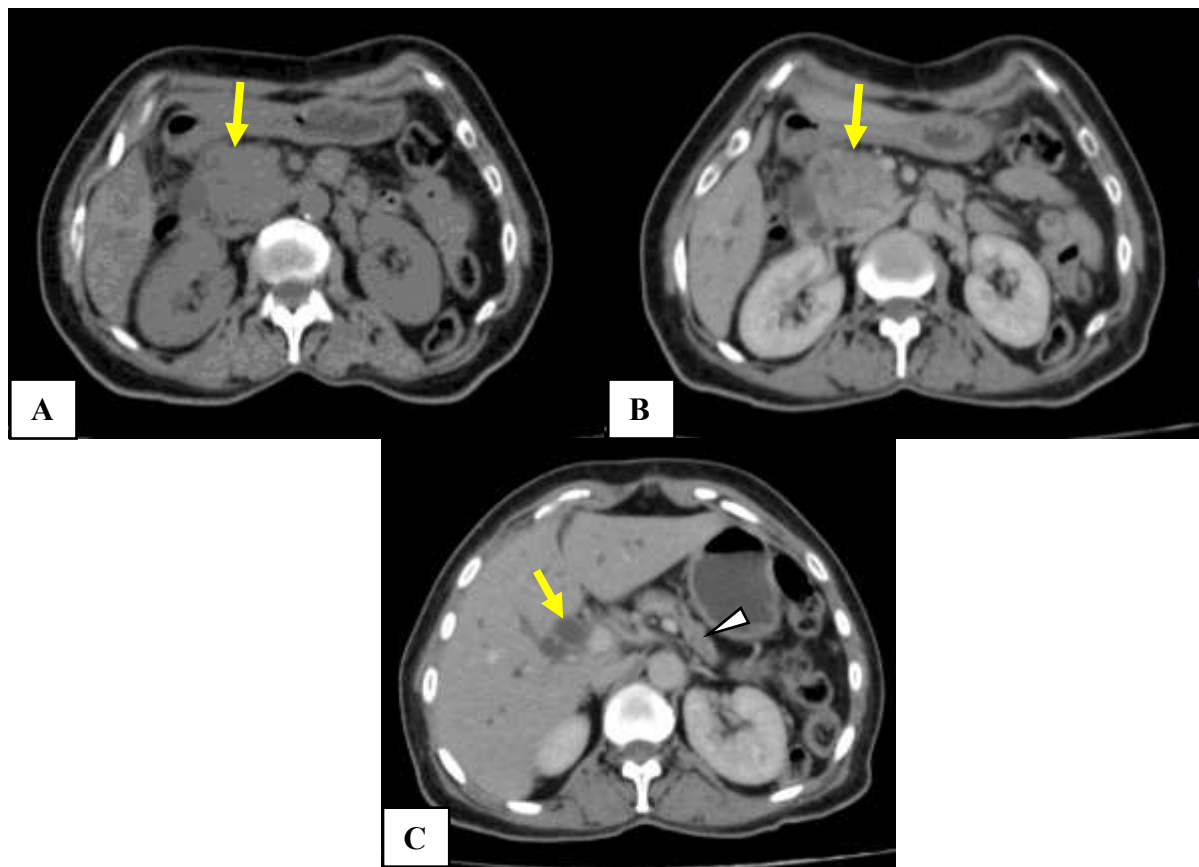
TDM abdominale en coupes axiales avant et après injection du PDC montrant une masse hypodense de la tête du pancréas (A, flèche), à rehaussement hétérogène après injection du PDC (B, flèche), avec dilatation de la VBP (C, flèche) et atrophie du parenchyme pancréatique d'amont.
